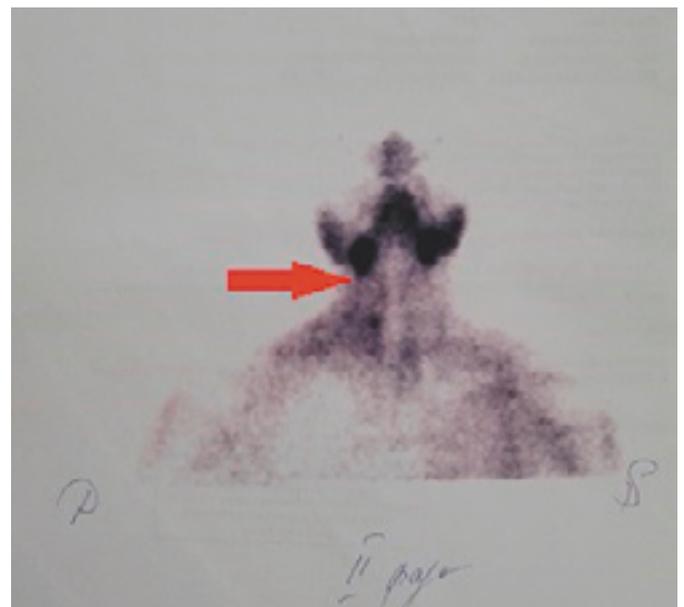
Сцинтиграфия околощитовидных желез с технетрилом. Стрелкой указан участок остаточного повышенного накопления РФП, параденома
